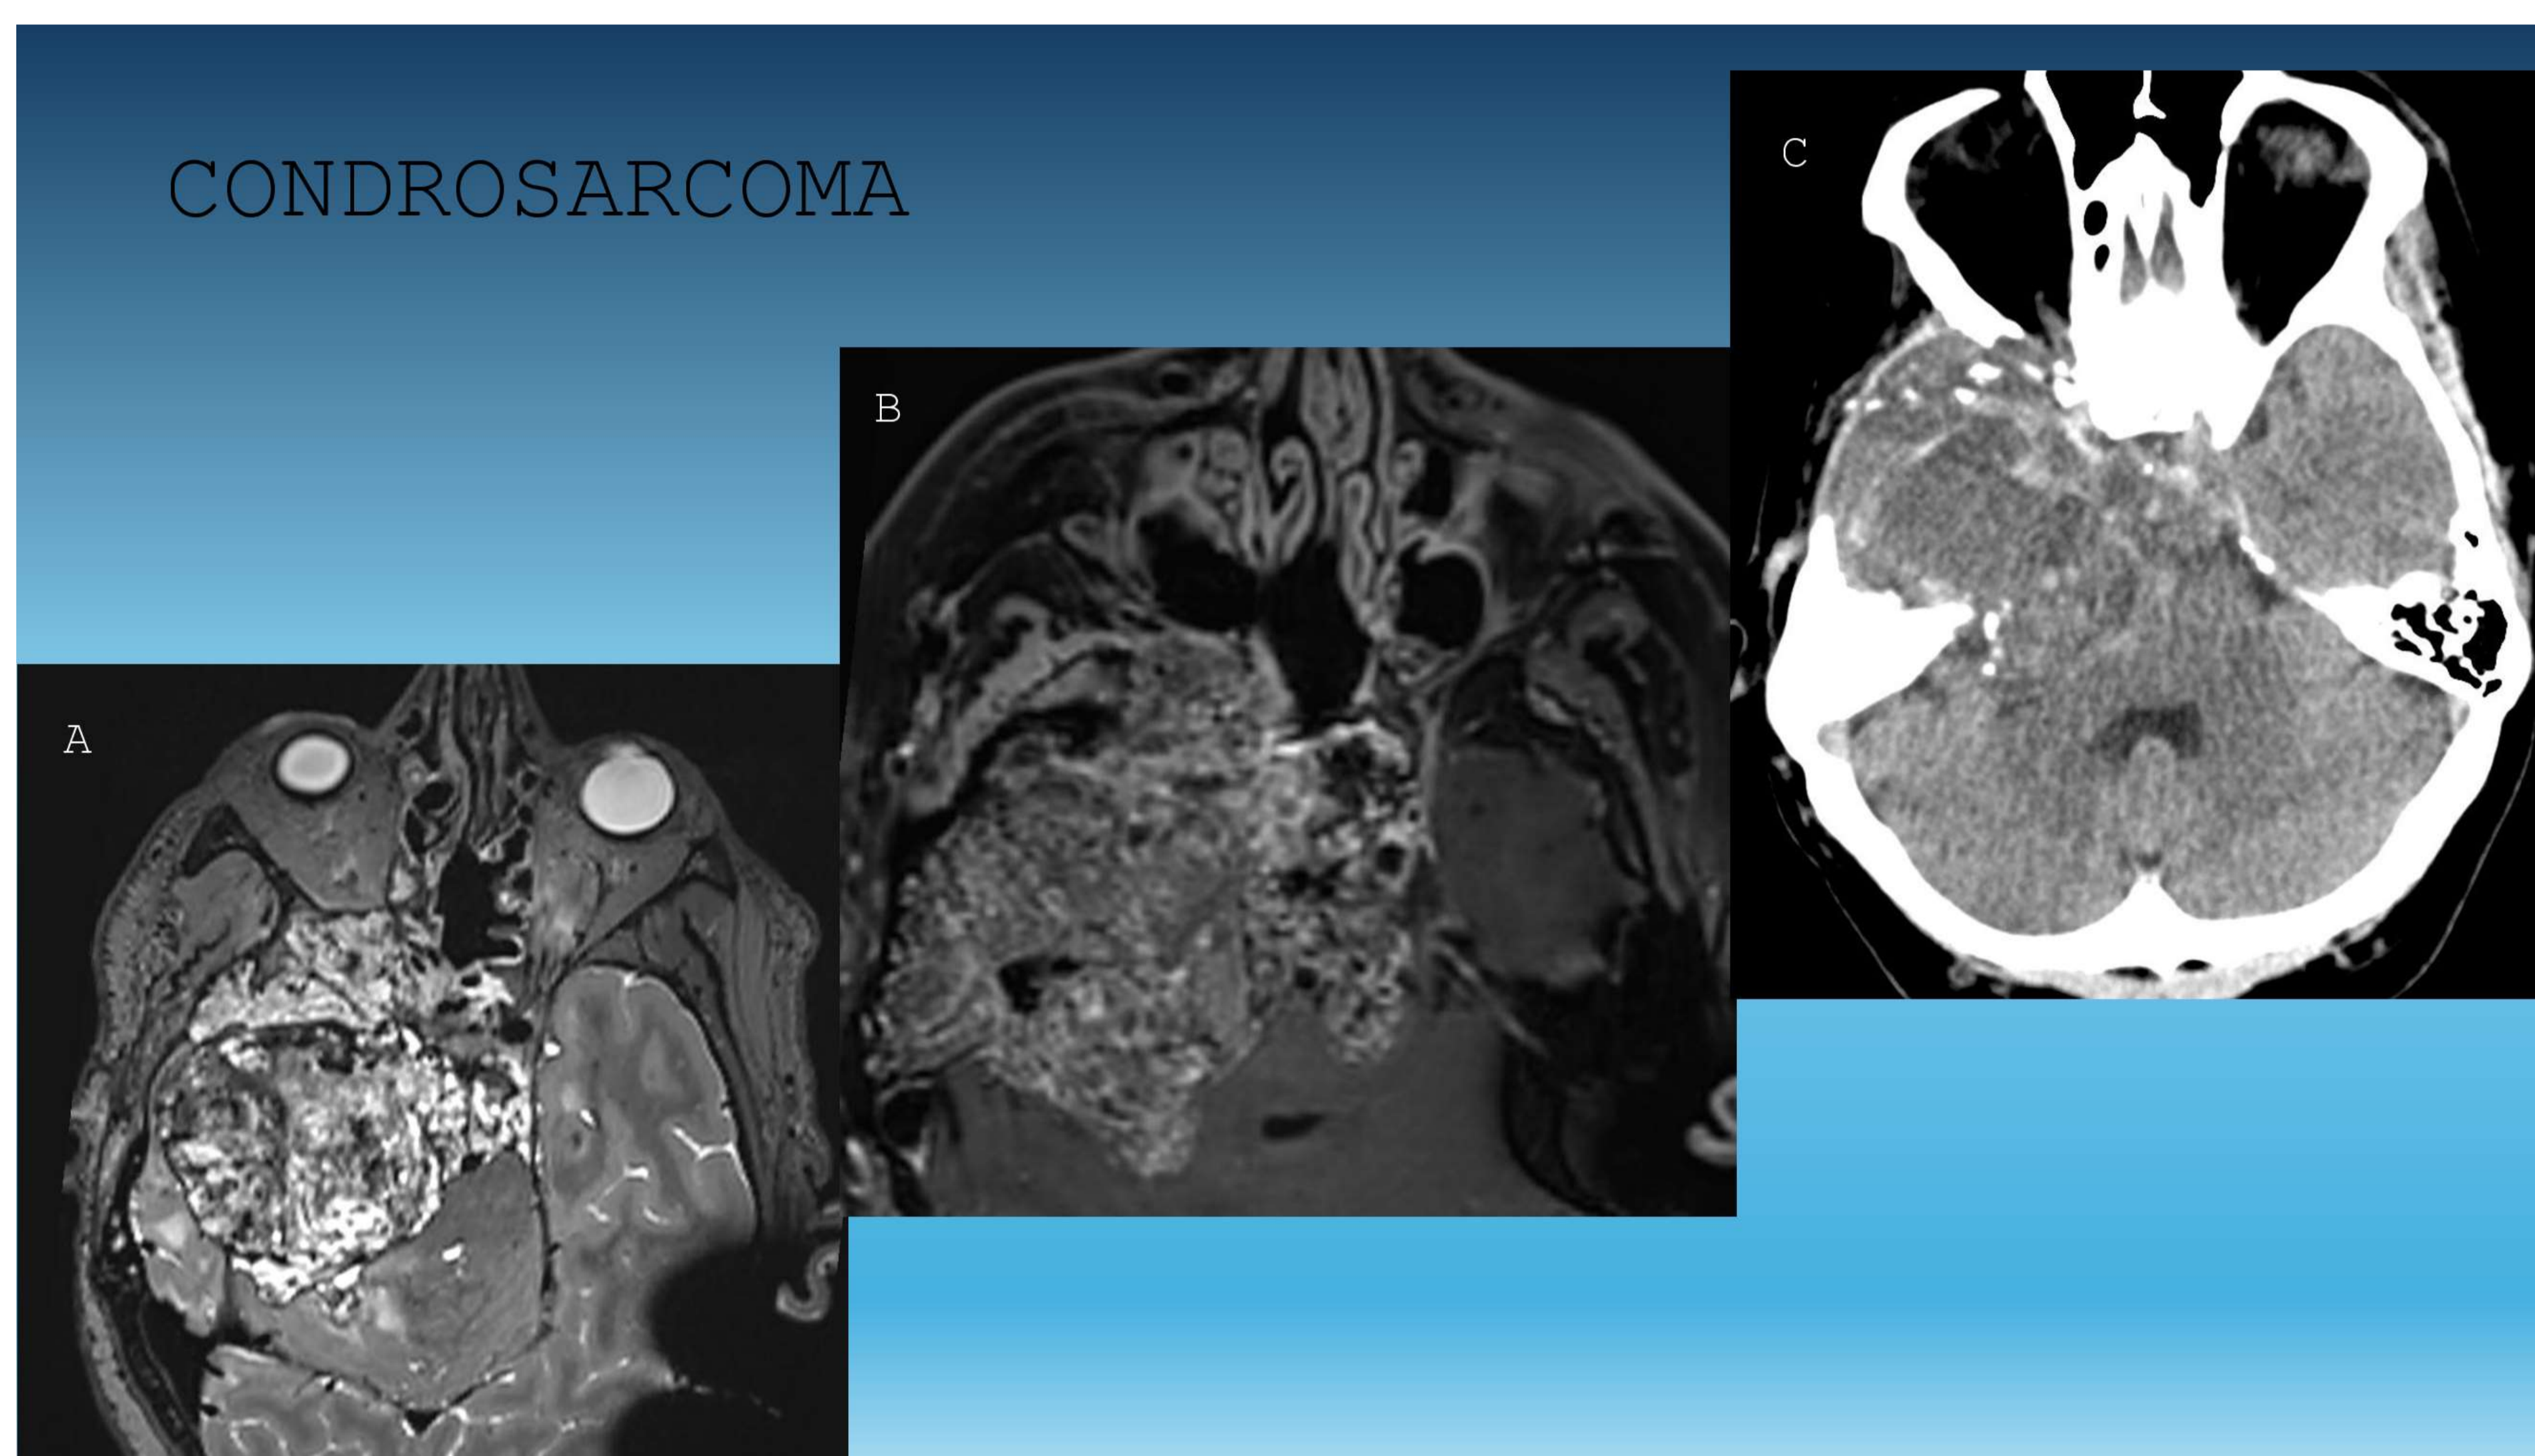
Condrosarcoma. Marcada heterogeneidad de señal en T2 (A) por matriz condroide (hiperseñal) y calcificaciones (hiposeñal). Realce heterogéneo (B). Imagen de TAC (C) mostrando calcificaciones en paciente con craniectomía previa.
